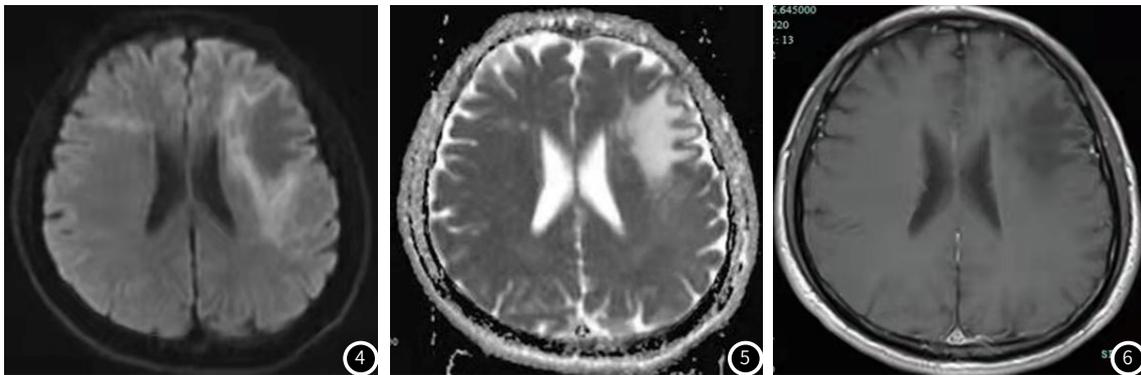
图6 左侧额叶皮层下白质区见片状、脑回状异常信号；图1 T2WI呈高信号，图2 T1WI呈低信号，图3 FLAIR序列呈高信号，DWI (b=1000) 示病变外周可见环形高信号，图4 中央区呈低信号，图5 ADC图外周呈低信号，中央区呈高信号；图6 病灶靠近灰质侧边界清，呈“指状”改变，外形饱满，靠近白质侧边界不清，无占位效应；静脉推注Gd-DTPA (14ml) 增强扫描示病灶未见强化。右侧额叶白质区见片状异常信号，T₁WI呈低信号，T₂WI呈高信号，FLAIR呈高信号，DWI (b=1000) 示灶呈高信号，ADC图呈高信号，边界不清，增强后未见强化。
